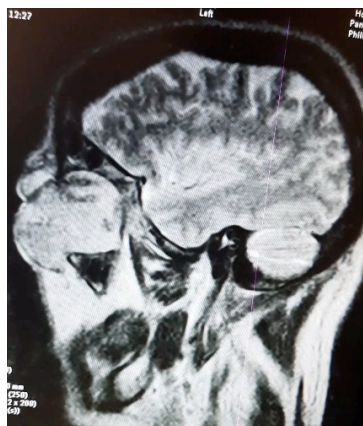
RM corte Sagital de OI, con imagen de tumor ocular, secuencia T1 Isointenso que evidencia proptosis anterolateral, compromete y erosiona a nivel de pared interna de órbita.
